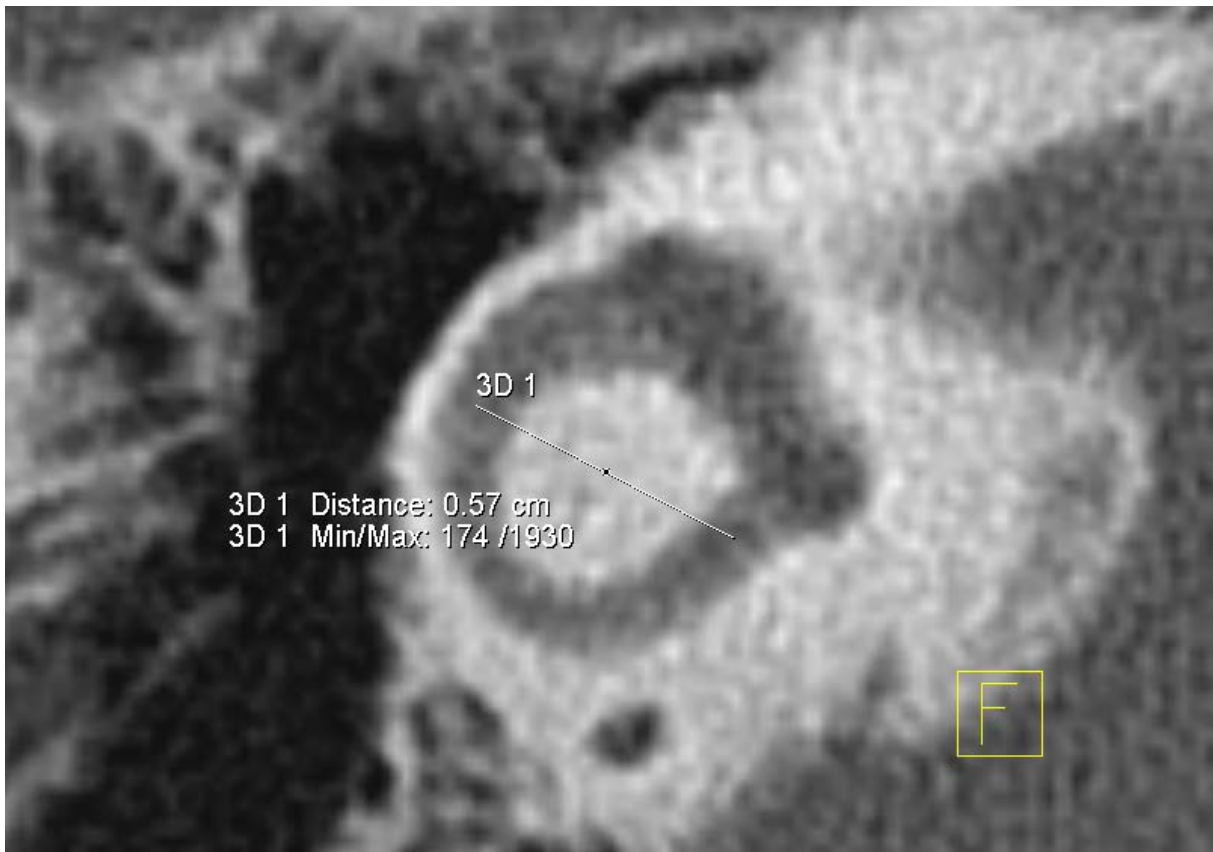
Messung des Durchmessers des lateralen Bogengangs {3D 1} [CT_LBOG_D_re] mit Tool ‚2D Distance‘
